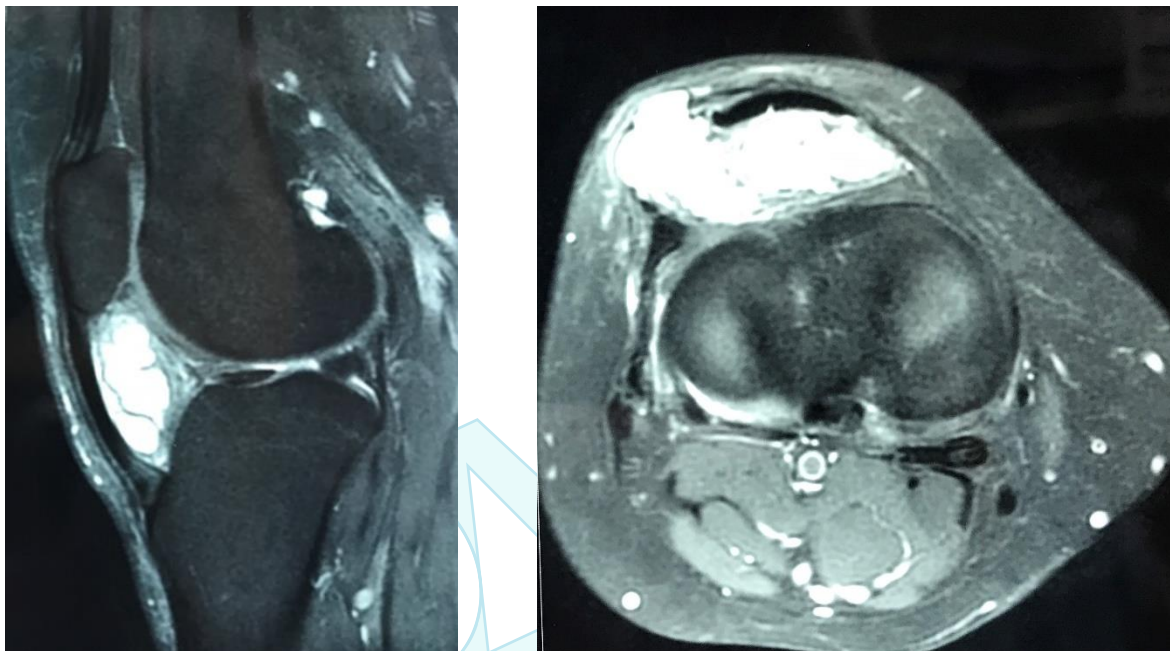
Resonancia Magnética Nuclear, donde se evidencia el compromiso del compartimento anterior de la rodilla.
